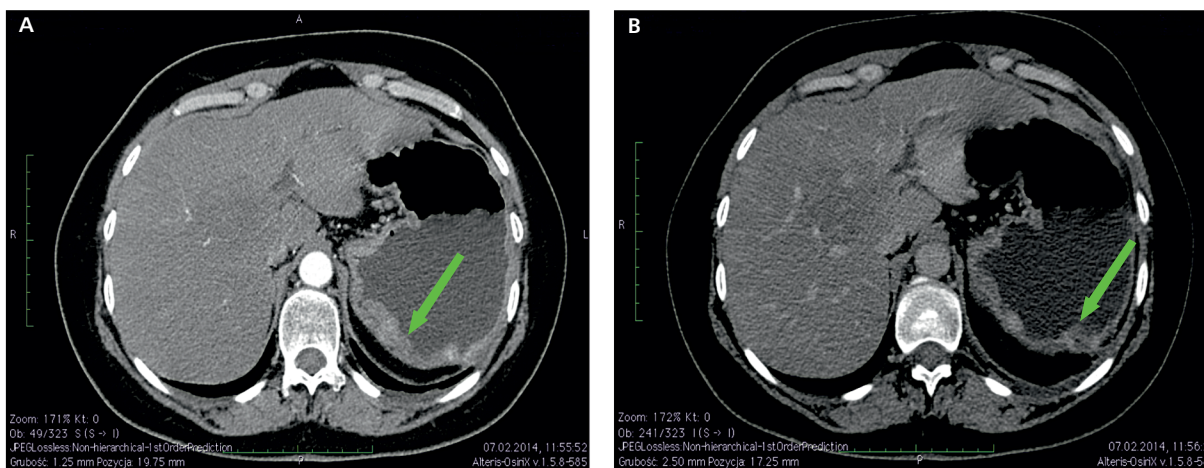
Tomografia komputerowa jamy brzusznej: rozszew do węzła chłonnego zaotrzewnowego
